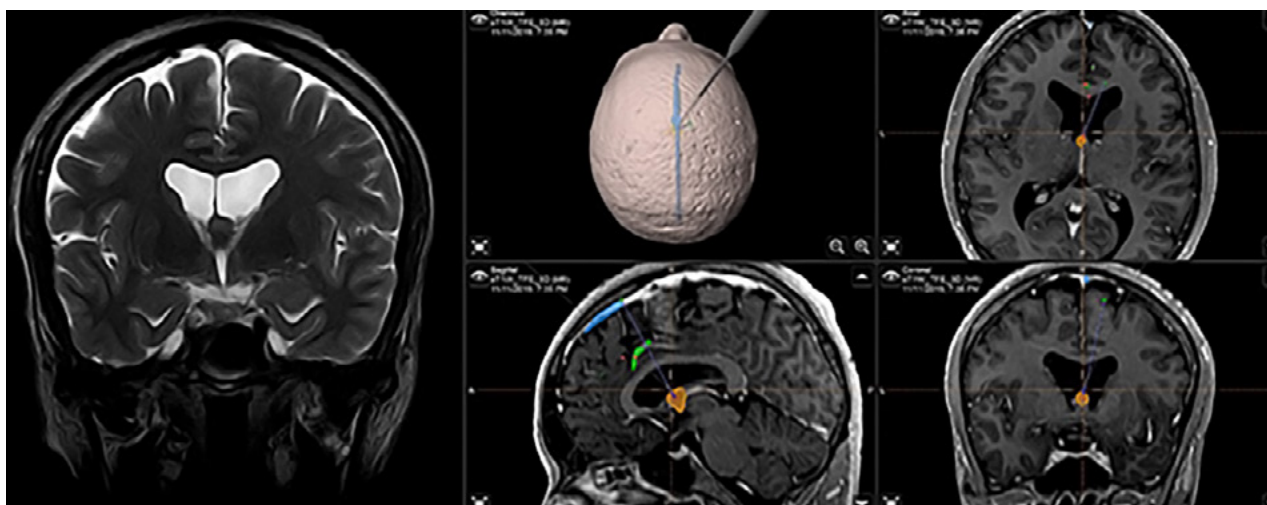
(A) IRM T2W coronal: ubicación anatómica de la lesión en foramen interventricular; (B) IRM integrada al sistema de neuronavegación, planeación de abordaje quirúrgico.
